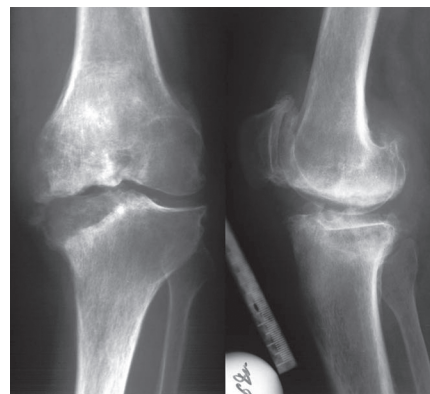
Рентгенограммы пациентки И. с диагнозом асептический некроз внутреннего мыщелка большеберцовой кости V ст.
